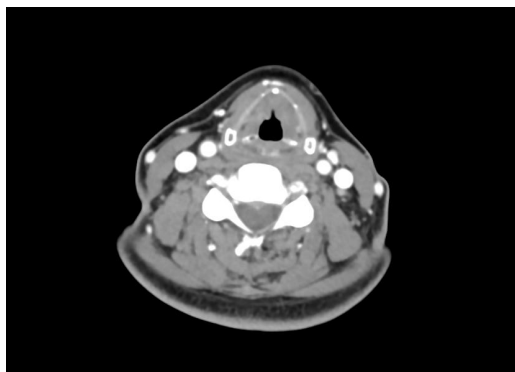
Enhanced CT scan of the neck: The soft tissue shadows in the anterior part of the bilateral vocal cords were thickened and raised nodularly
